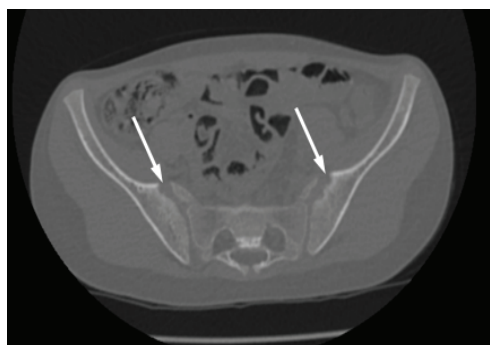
Рентгенограмма костей таза пациентки М.
